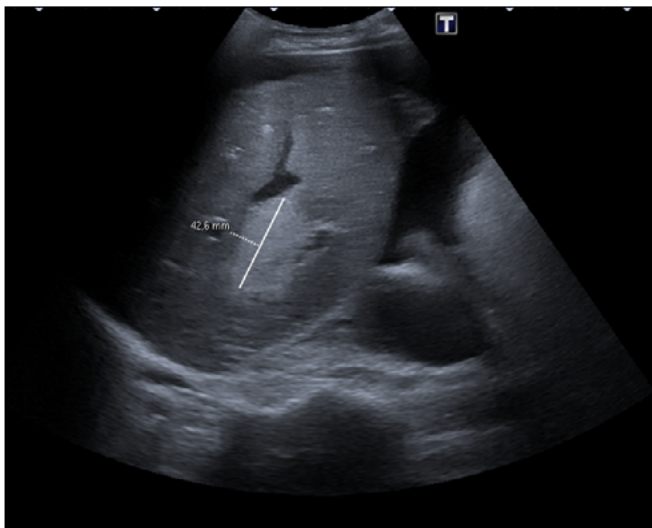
Ecografía al diagnóstico de LOE hepática (4cm).
